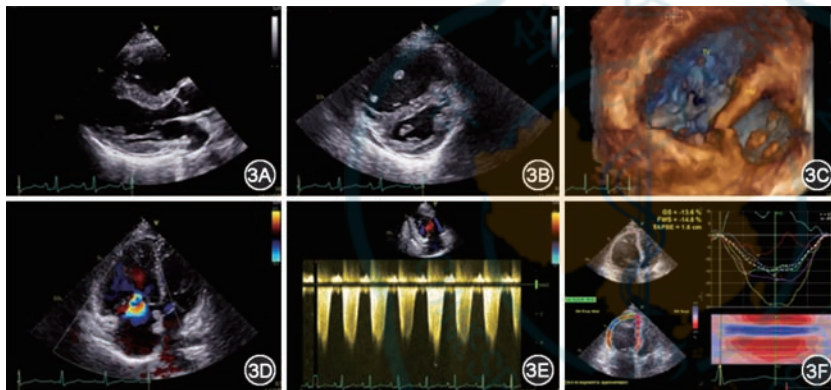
经胸超声心动图进行经皮肺动脉去神经术前评估(3A:胸骨旁长轴切面,右心室扩张,室间隔凸向左心室;3B:大血管短轴切面,室间隔受压,凸向左心室,左心室呈“D”型;3C:三维经胸超声心动图示右心室扩张,左心室横截面呈“D”型;3D:心尖四腔切面,右心室、右心房扩张,大量三尖瓣反流;3E:重度三尖瓣反流,连续多普勒测反流束峰值 3.6 m/s,提示重度肺动脉高压;3F:右心室功能减弱,右心室应变减弱)
